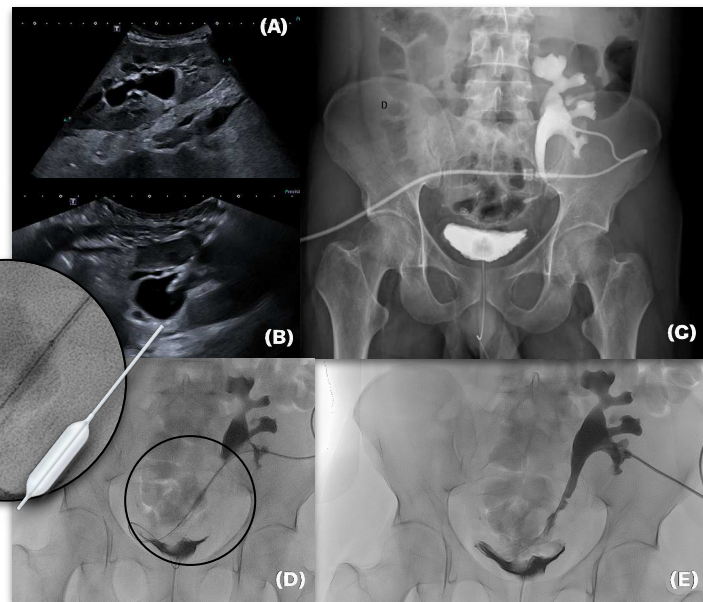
(A) Ecografía del injerto renal que muestra dilatación pielocalicial, sugestiva de obstrucción ureteral. (B) Colocación percutánea guiada por ecografía para descompresión inicial del sistema colector. (C) Pielografía anterógrada del injerto renal que evidencia estenosis ureteral significativa a nivel distal. (D) Tratamiento mediante dilatación con balón (*ureteroplastia percutánea*) de la zonaestenótica. (E) Imagen de control que demuestra adecuada permeabilidad ureteral, con correcto paso de contraste y resolución de la obstrucción.
